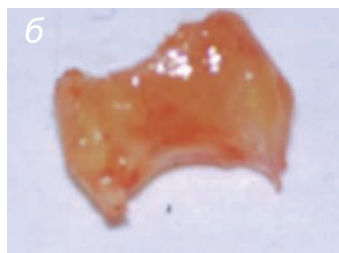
а. Пульпарные дентиклы зубов 26 и 27 на КТ. Жалоб нет.
